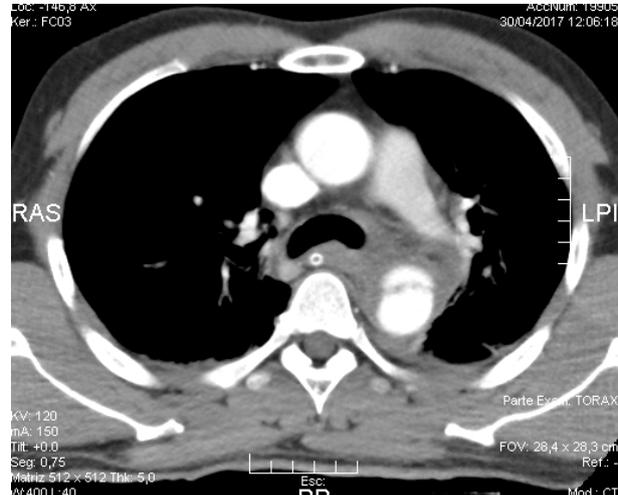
Angio TC multicorte.
